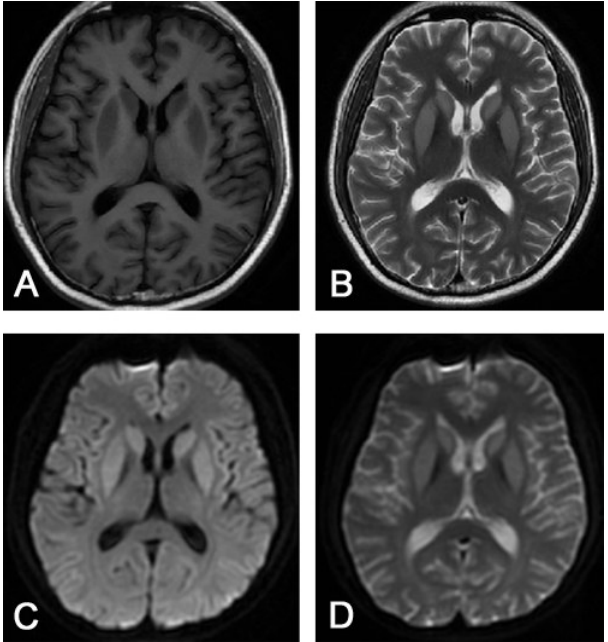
本文垂体大腺瘤术后继发桥脑外髓鞘溶解症 MRI 表现 双侧尾状核及壳核可见对称分布的 T<sub>1</sub> 低信号、T<sub>2</sub> 高信号,FLAIR 序列呈高信号,DWI 呈高信号,考虑桥脑外髓鞘溶解
